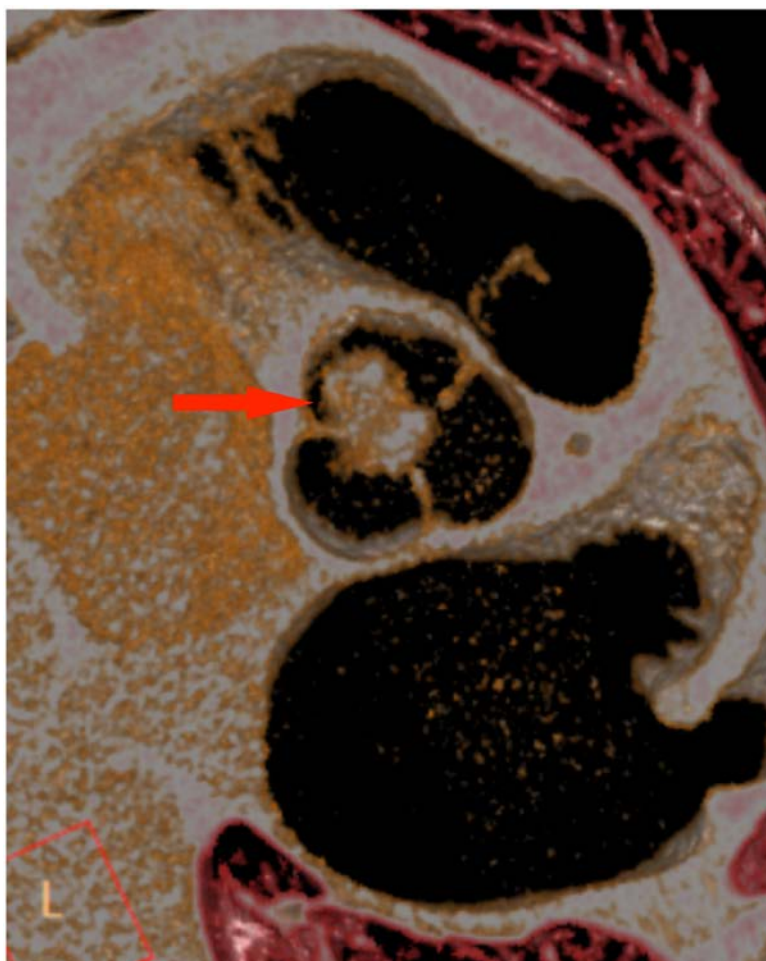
TC, ricostruzione MPR. Ben visualizzabile il tumore ed i suoi rapporti con la valvola aortica (freccia).
